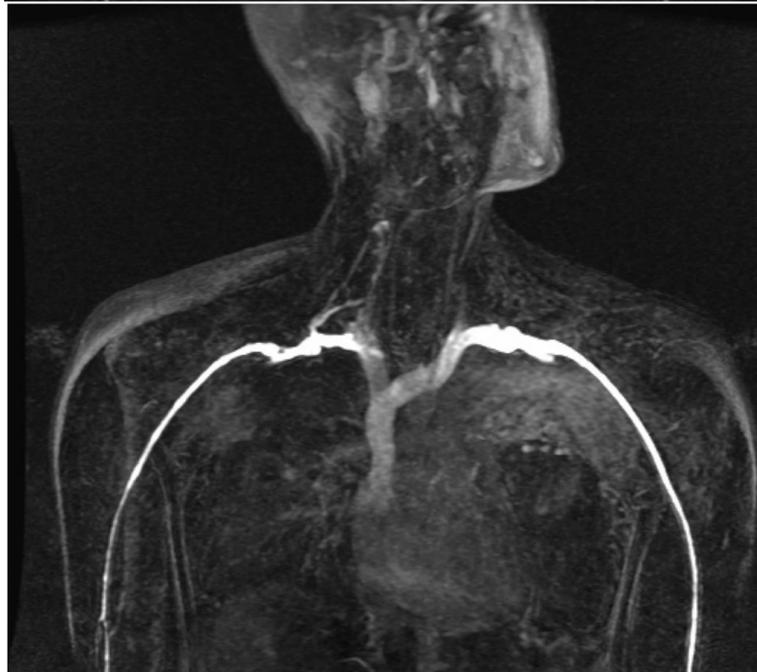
Enfermedad de Paget-Schroetter (SOT venoso). Angio RM. Se obtuvieron imágenes en posición neutra (imagen de arriba), cefalogiria contralateral (imagen del medio) y con abducción del miembro superior derecho (imagen de abajo).
